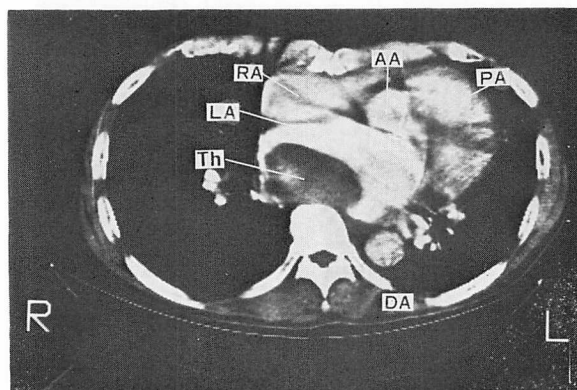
X-ray CT image of mitral valve stenosis and insufficiency with a left atrial thrombus.
